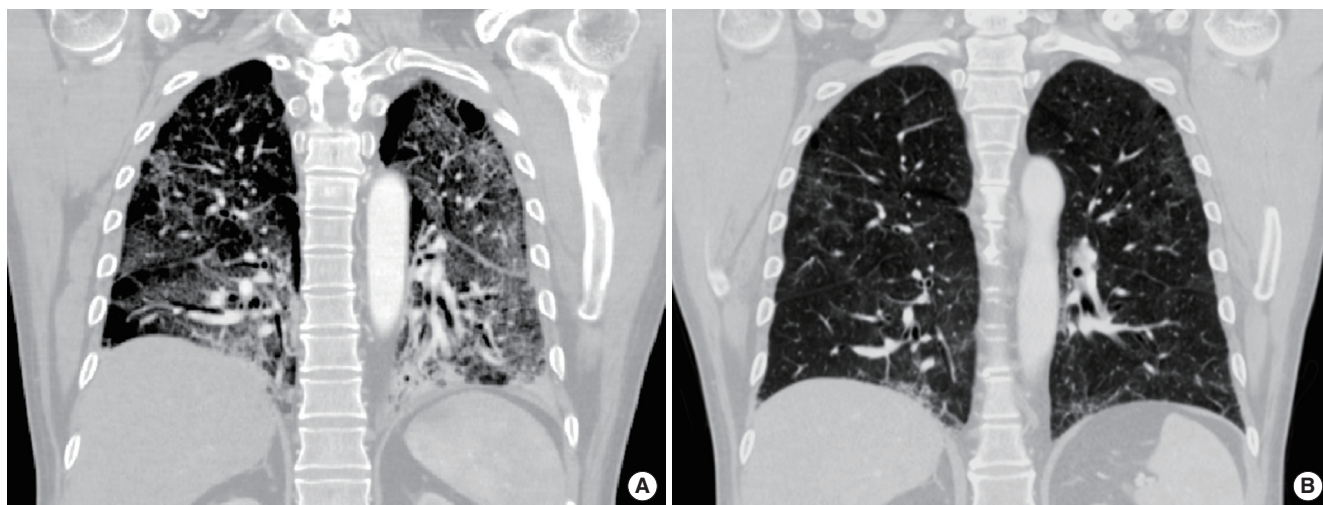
(A) Coronal reformatted computed tomography image obtained five days after the initial chest radiograph. Diffuse ground glass opacities with intralobular interstitial thickening and consolidation containing dilated bronchi in both lower lung fields are observed. Peripheral cystic change is also seen. There is no pleural effusion. (B) Three weeks later, bilateral diffuse ground-glass and coarse reticular opacities in both lung fields is improved.
